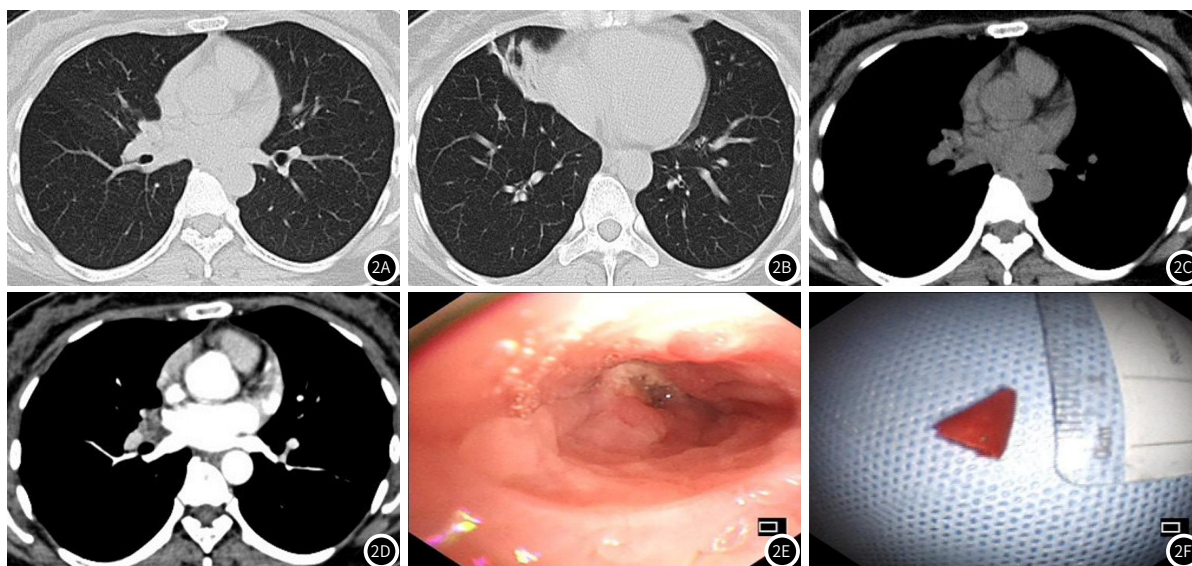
图2F 女, 43岁, 成人TFBs患者 图2A-图2B 横断面肺窗CT图像示右肺中叶支气管近端管腔密度增高、闭塞伴阻塞性肺不张; 图2C-图2D 横断面纵隔窗平扫及动脉期CT图像示右肺中叶支气管起始处管腔内见增多软组织影, 增强后不均匀强化; 图2E-图2F 支气管镜检查示右肺中叶支气管开口处见辣椒尖异物阻塞管腔, 周围见肉芽组织增生
